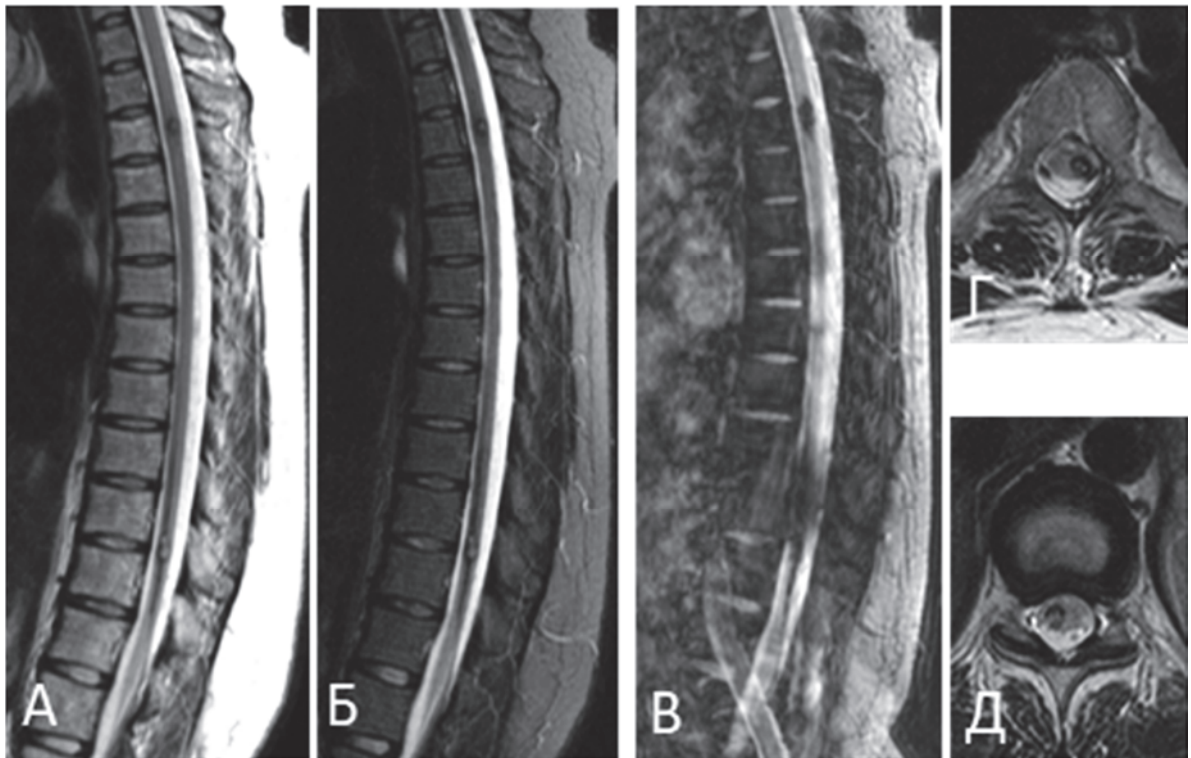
Пациентка Е-на Ю. В., МРТ грудного отдела позвоночника и спинного мозга в режимах T2 и T2-ВИ в сагиттальной (А, Б, В) и аксиальной (Г, Д) проекциях: картина интрамедуллярного объёмного образования на уровне Th3 позвонка слева и интрамедуллярного объёмного образования на уровне Th10–Th11 позвонков справа со следами перенесенного кровоизлияния
